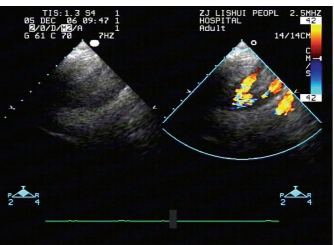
胸骨上窝切面超声心动图示主动脉弓自锁骨下动脉远端离断
